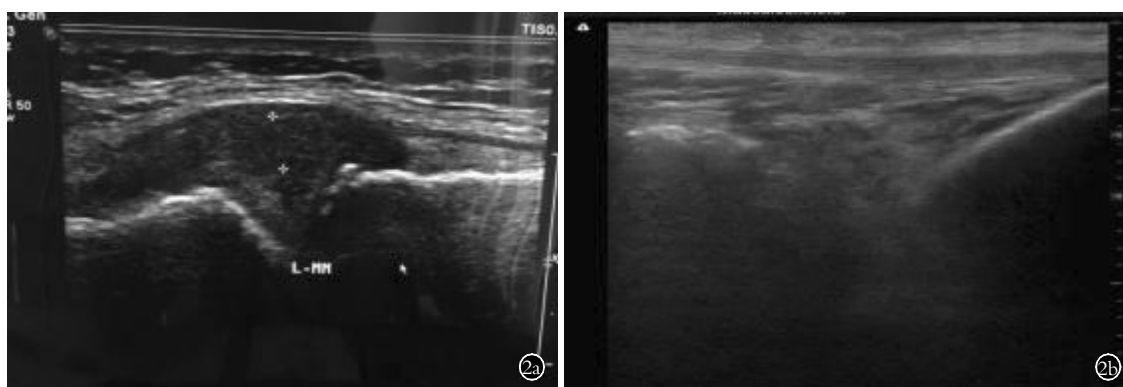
患者,女,58 岁,左膝关节间断反复疼痛 2 年,半月板膨出 2a. 治疗前超声检查 2b. 治疗后 1 个月超声检查示膨出距离减小
